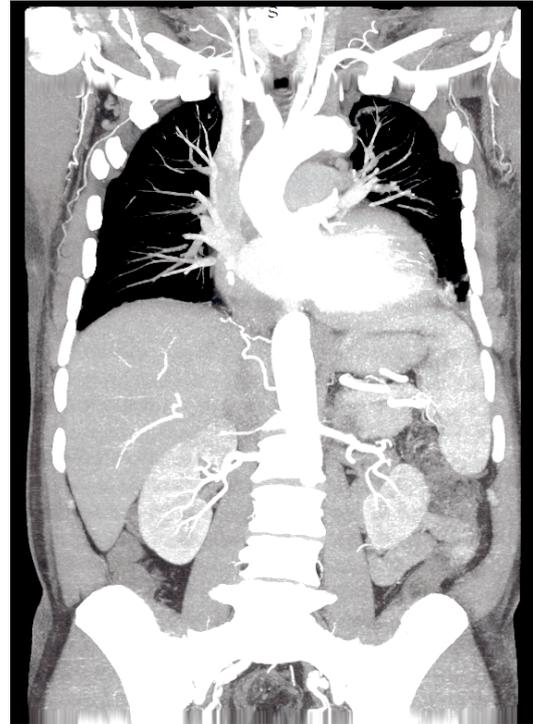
МСКТ – аортография 12 месяцев после операции
